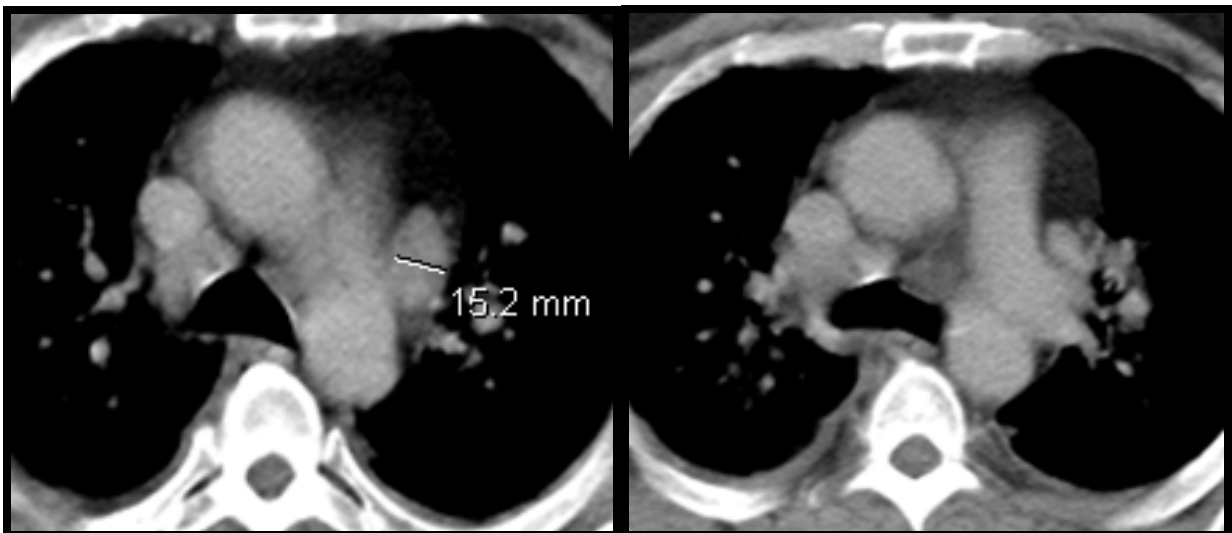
(cas N°11) : TDM thoracique, coupes axiales, en fenêtre médiastinale après injection de produit de contraste
